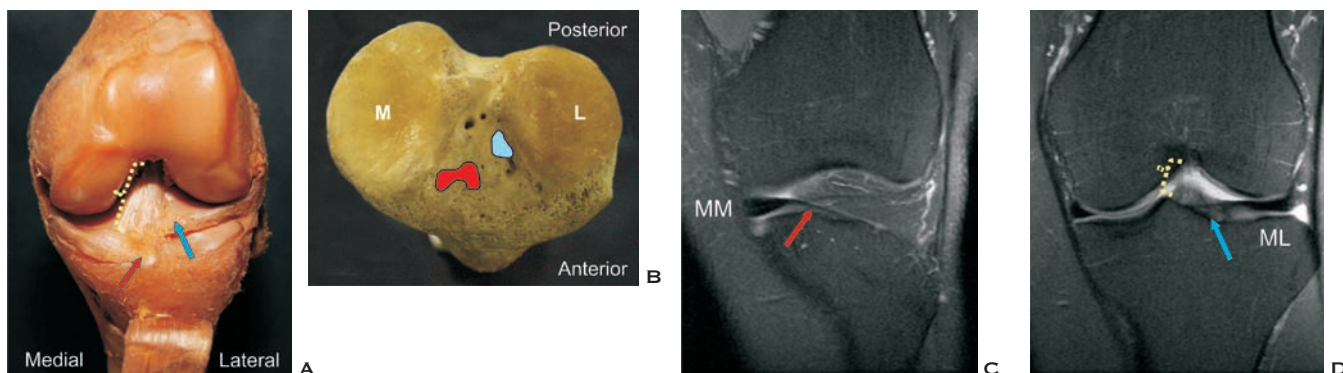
A: Peça cadavérica do joelho mostrando a raiz anterior do menisco medial (seta rosa) e lateral (seta azul), e suas relações com o ligamento cruzado anterior (parêntese amarelo). B: Peça cadavérica evidenciando a área de inserção da raiz anterior do menisco medial (área rosa) e lateral (área azul). C e D: RM do joelho no plano coronal mostrando a raiz anterior dos meniscos medial (MM) e lateral (ML).
